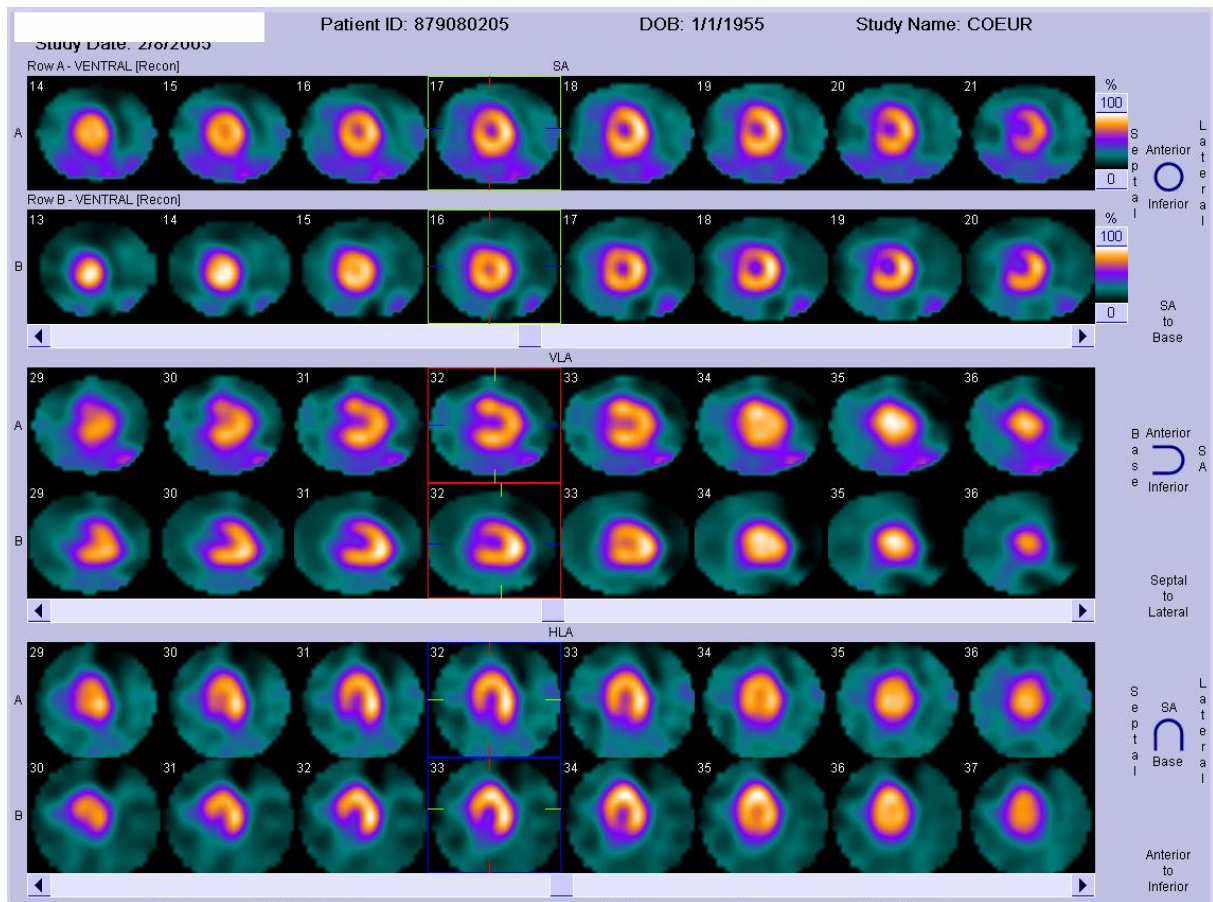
Patiente âgée de 50 ans, qui présente des précordialgies atypiques depuis 2 ans avec un examen cardiovasculaire normal. Tomoscintigraphie réalisée, par l'injection de 2.2 mCi de thallium 201, après épreuve d'effort maximale négative. L'acquisition a été faite en décubitus ventral. Absence d'anomalie scintigraphique significative
